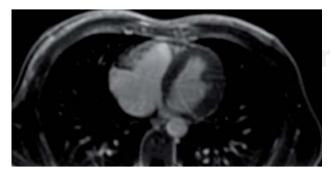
Resonancia magnética. Imagen que muestra proyección axial con reforzamiento tardío en ventrículo derecho por infiltración grasa.
